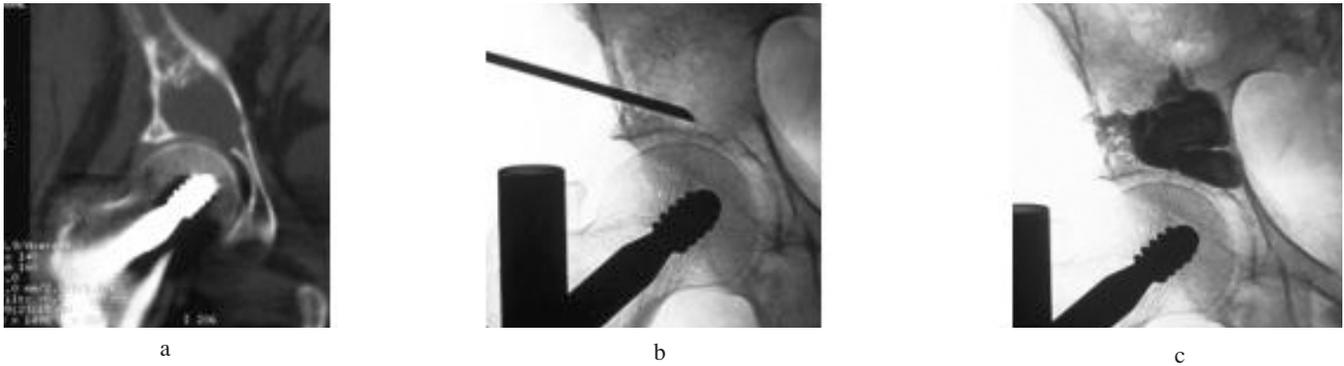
Localisation acétabulaire d'un carcinome rénal avec lyse. Reconstruction scanner en coupe coronale (a), radiographie avec le trocart en place (b), ciment remplissant la cavité néoplasique (c).
